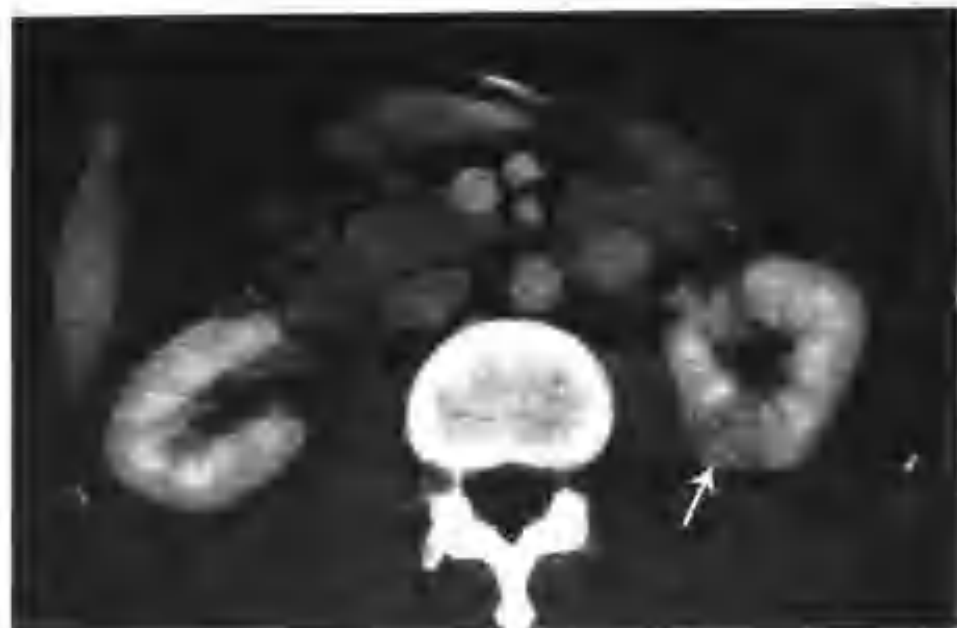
与图 3-1-96 为同一病例，肾实质期示病灶强化减低，密度较正常肾实质低，CT 值 103HU (箭头)
